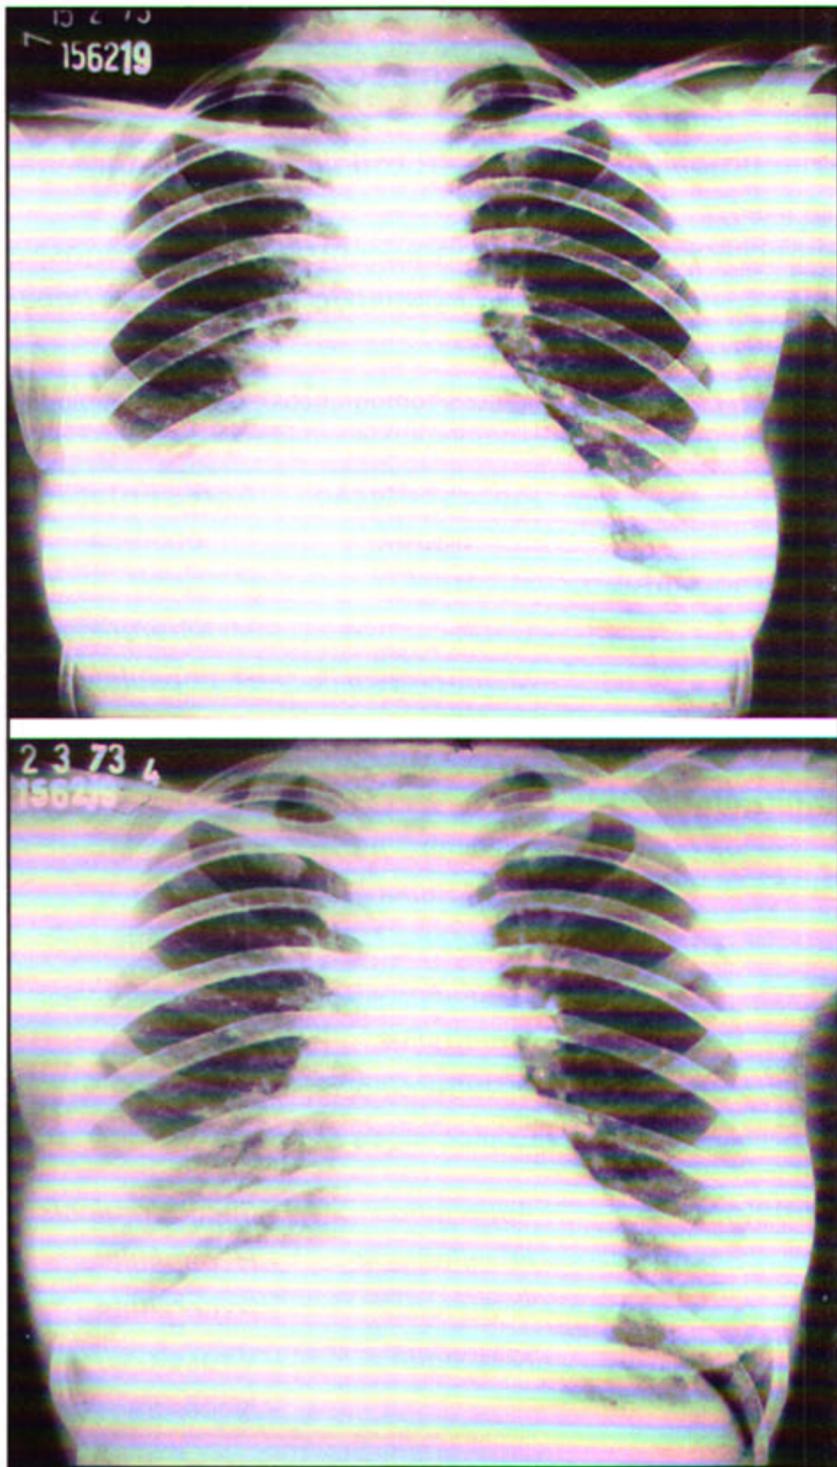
Diabetes mellitus. Radiografia antes e após o tratamento (resolução). Condensação na base direita. Foi usada ampicilina (1973) na suposição de se tratar de infecção por *S. pneumoniae*, o que teve êxito.
